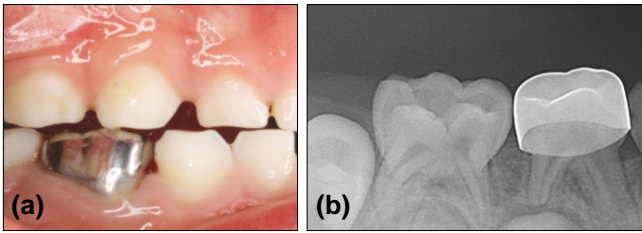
Intraoral view(a) and periapical view(b) after 4 months.
